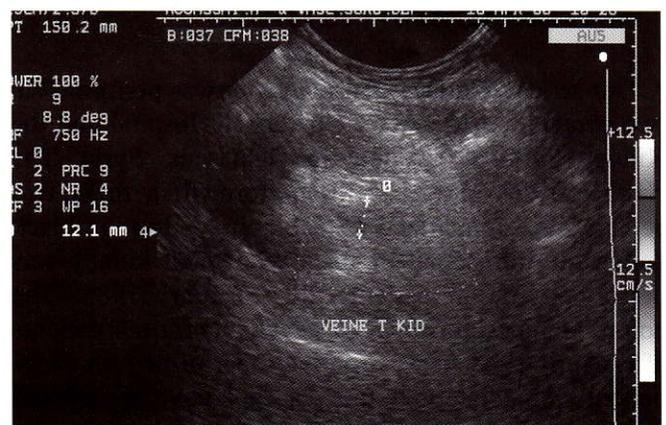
Color Doppler imaging of the transplanted kidney in patient #3 showing no flow in the main renal vein.
